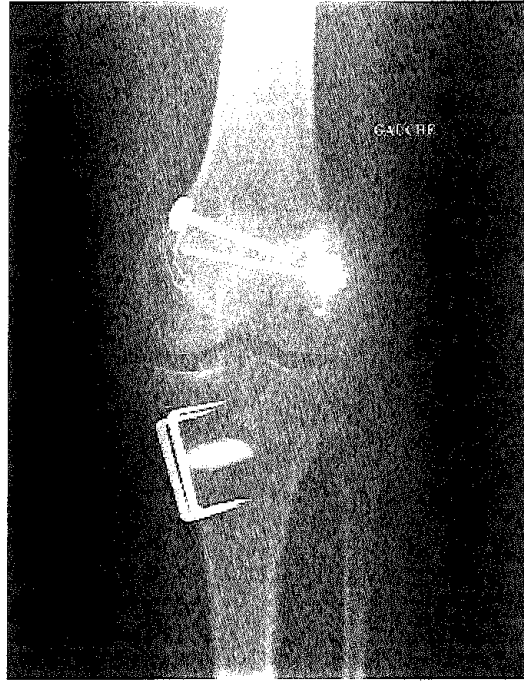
Radiographie du 18/10/04 de face du genou gauche de Monsieur F.
